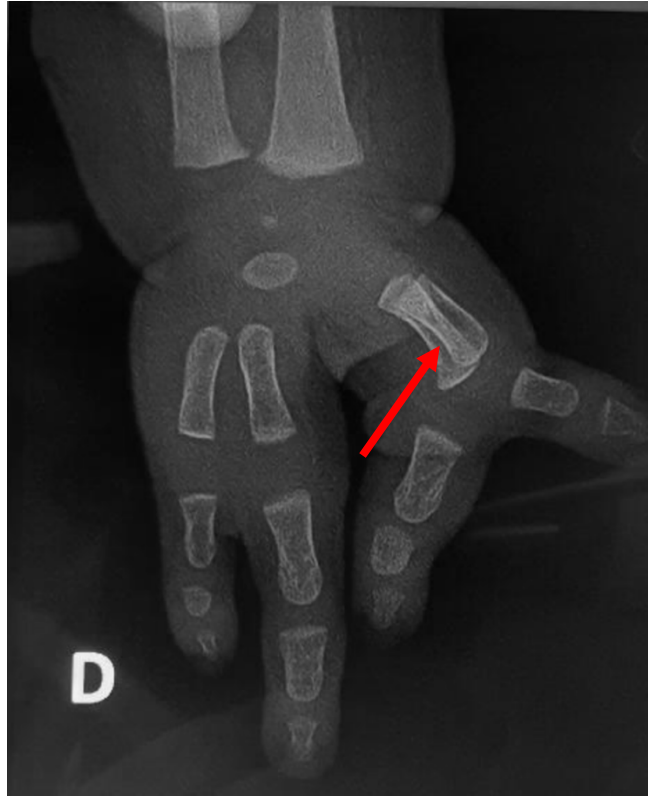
Radiographie standard préopératoire de face de la main droite du nourrisson âgé de 10 mois, objectivant une synostose entre M1 et M2.
